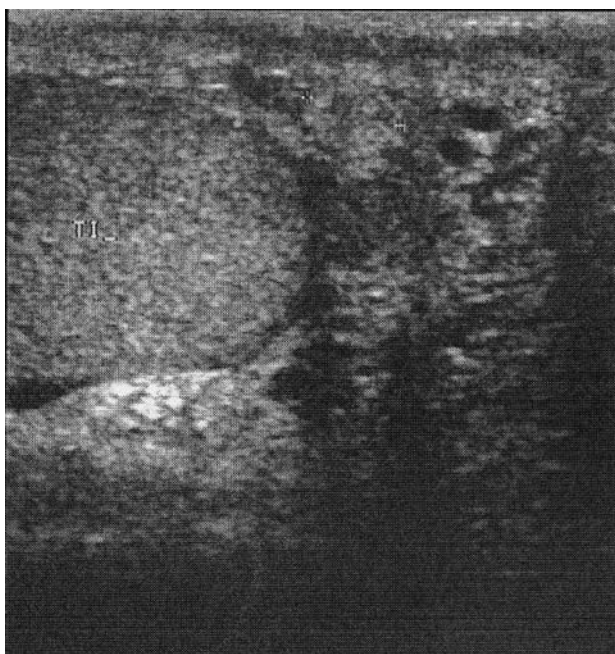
Ecografía testicular. Lesión hiperecogénica en cola de epidídimo izquierdo.
